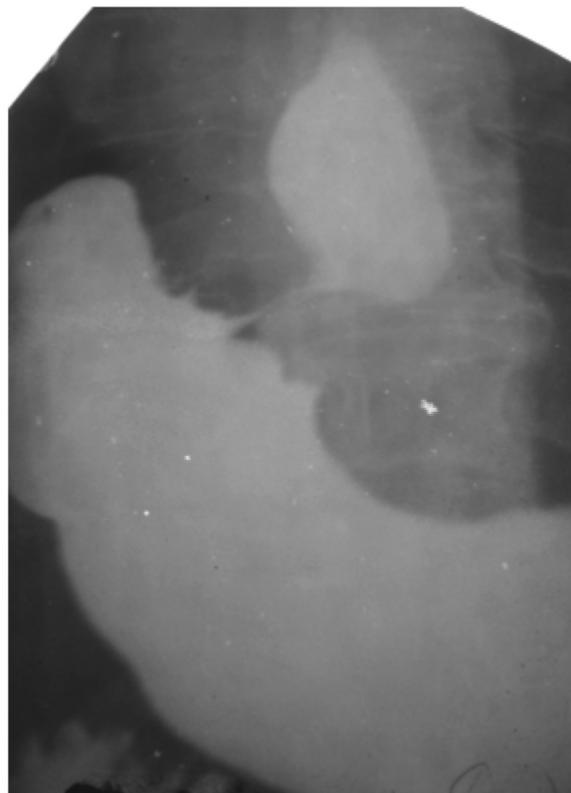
Обзорная рентгенограмма желудка (в положенні на животі)
